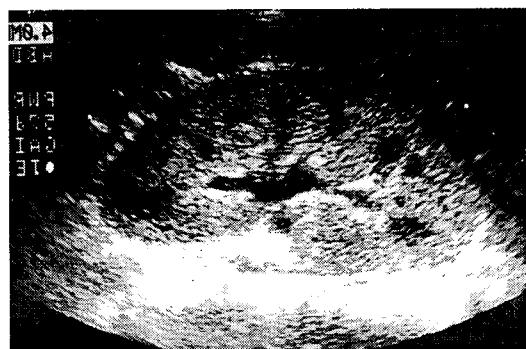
Case 1 : Renal ultrasonography shows increased echogenicity of renal parenchyma and mild swelling. (size 12.2 X 7.5 cm)
